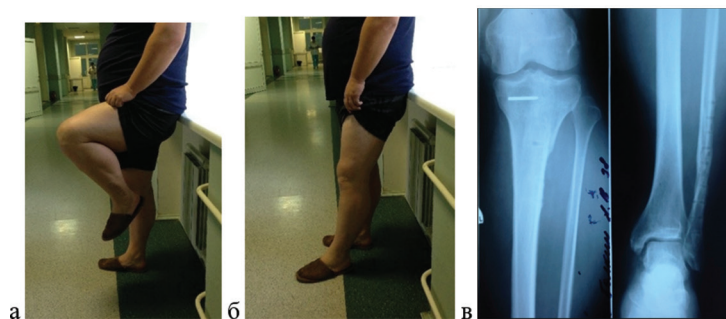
Пациент Б., 37 лет. Через 18 месяцев после установки фиксатора. Функция коленного сустава: а – сгибание 50°; б – разгибание 180°; в – рентгенограмма левого коленного сустава после удаления фиксатора
